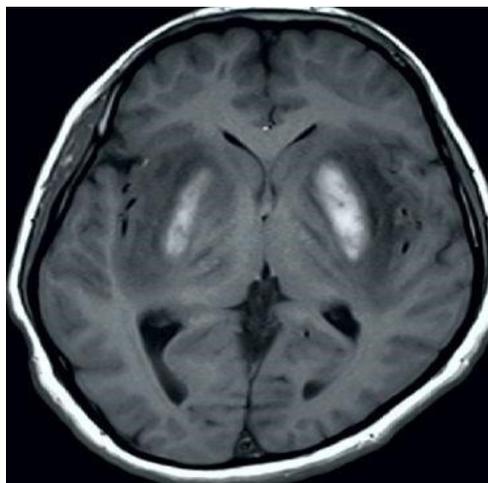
Imagen de resonancia magnética que muestra hemorragia bilateral del putamen. hematoxilina – eosina (A) 100x; (B) 400x.
